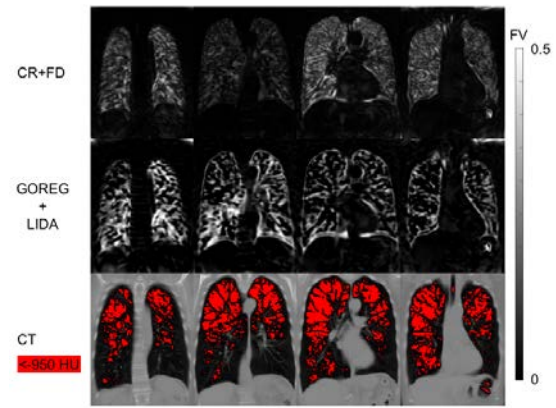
Vergleich von CR+FD, GOREG+LIDA und CT in einem Patienten mit COPD.
